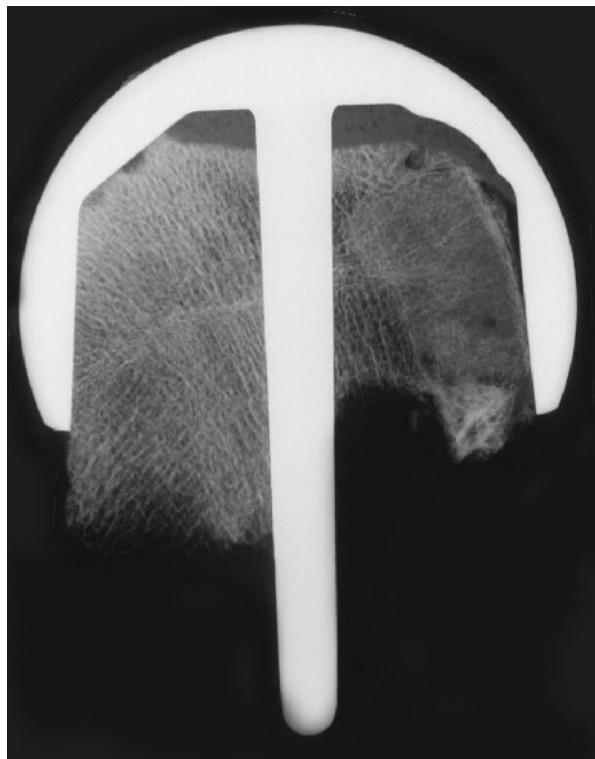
Kontakttradiographie 5/6
